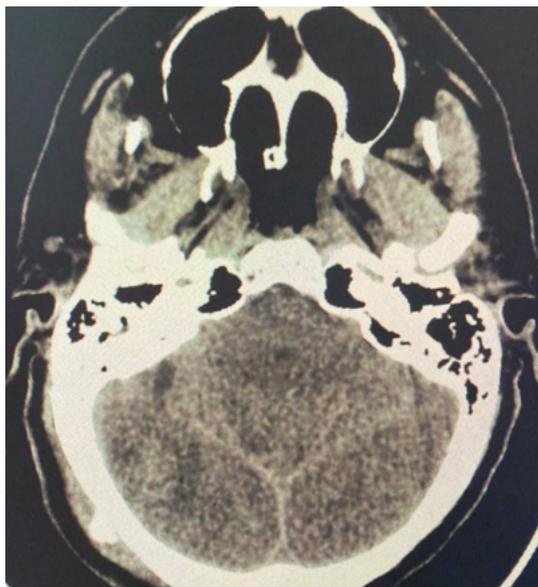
TC de crânio evidenciando reabsorção parcial do hematoma cerebelar, não havendo mais herniação das tonsilas cerebelares.
